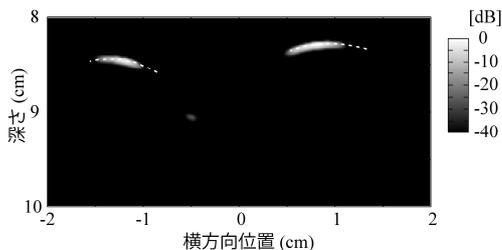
バイスタティックイメージングで得られた脚部超音波断層像。ただし、破線はデジタイザで得られた胎児模型の体表面である。
